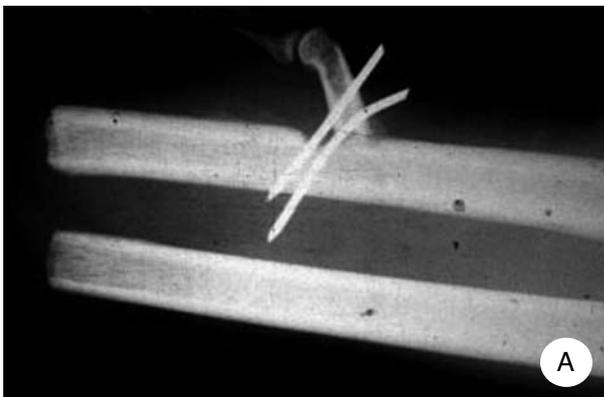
A) Radiografia; B) risultato clinico di reimpianto sul radio (alla Wilki) di un indice in mano amputata non reimpiantabile. L'innesto sul radio è stato favorito da modesta quantità di osso spugnoso in pasta.*
